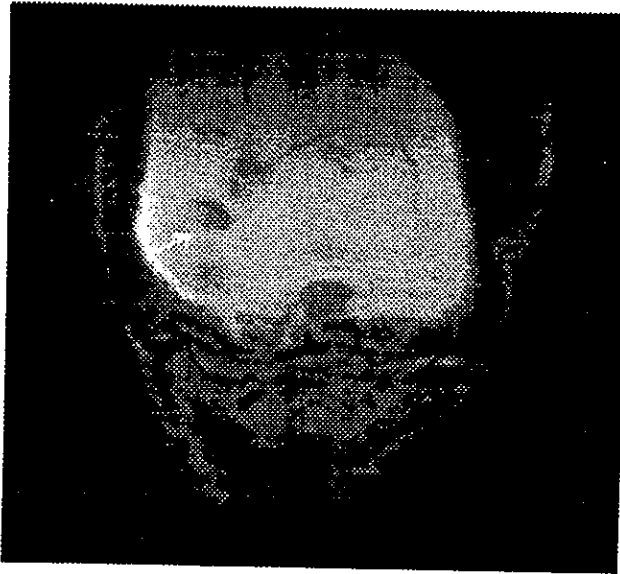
IRM Spin Eco en Coronal T2 con Tiempo de Relajación 2500 Tiempo de Eco 90 que muestra Condromatosis Sinovial, con importante derrame articular y abombamiento sobre todo de los recesos anteriores.
